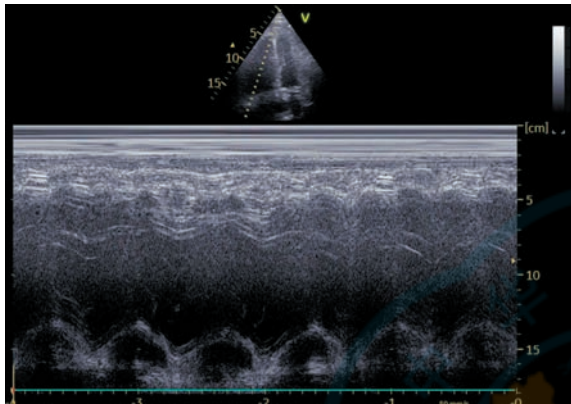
在 M 型超声模式下测量三尖瓣环收缩期位移
